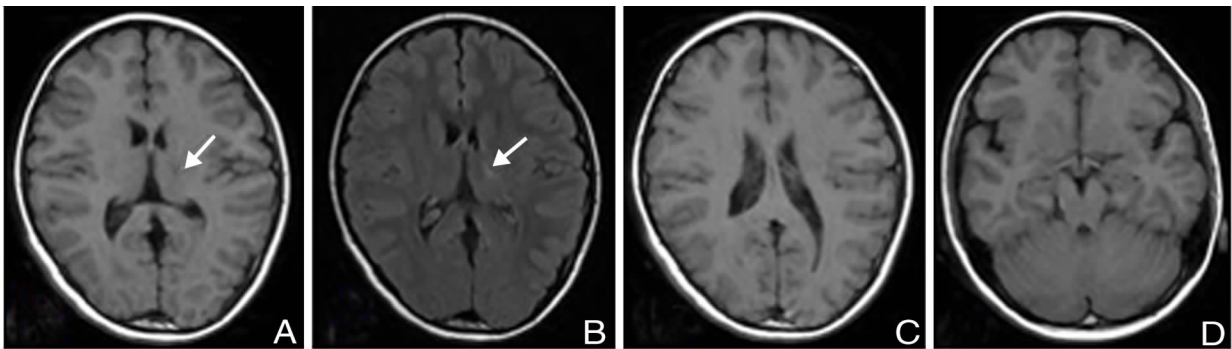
脑部MRI结果 A:左侧基底节区见小片状T1WI低信号(箭头所示);B:T2WI flair见左侧基底节区小片状高信号(箭头所示);C:T1WI双侧脑室偏大;D:T1WI双侧外侧裂偏宽。
